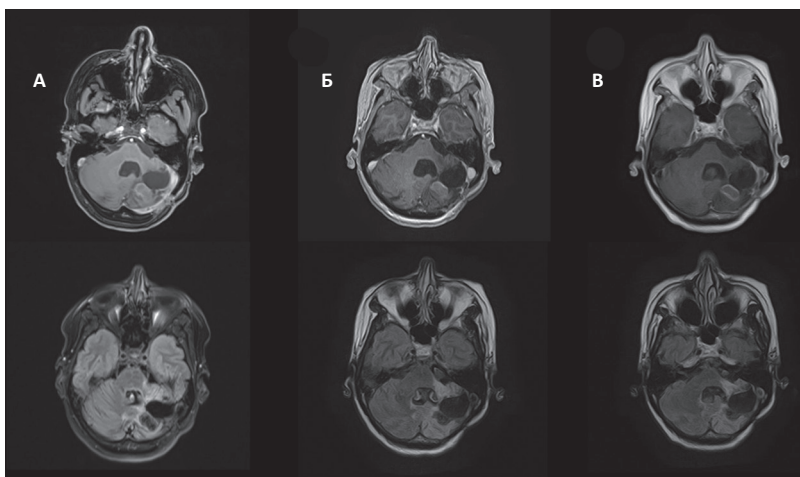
Пациентка П. 53 года. Рак прямой кишки ст. IV. Прогрессия: Метастаз левой гемисферы мозжечка. МРТ режим T_1 с КУ и режим T_2 /FLAIR: А – рецидив после 3 операций по поводу локальных рецидивов, до стереотаксической лучевой терапии в режиме гипофракционирования; Б – через 2 мес после проведения лучевой терапии; В – через 19 мес после проведения лучевой терапии. По данным МРТ – стабилизация болезни, по данным СКТ-перфузии – полная регрессия (постлучевые изменения). Стереотаксическая радиотерапия в режиме гипофракционирования проведена на аппарате «Кибер-нож» на метастатический очаг в правой гемисфере мозжечка (РОД = 6 Гр до СОД = 30 Гр)
